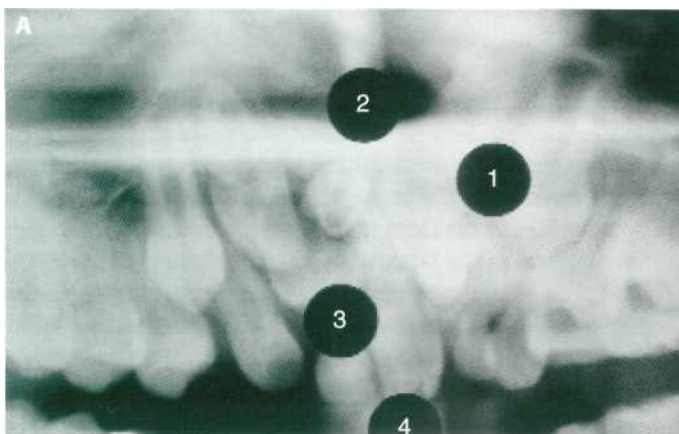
Poliinclusiones complejas por la presencia de cuatro dientes supernumerarios. (A) Detalle de la ortopantomografía. (B) Dientes supernumerarios heteromórficos extraídos.
